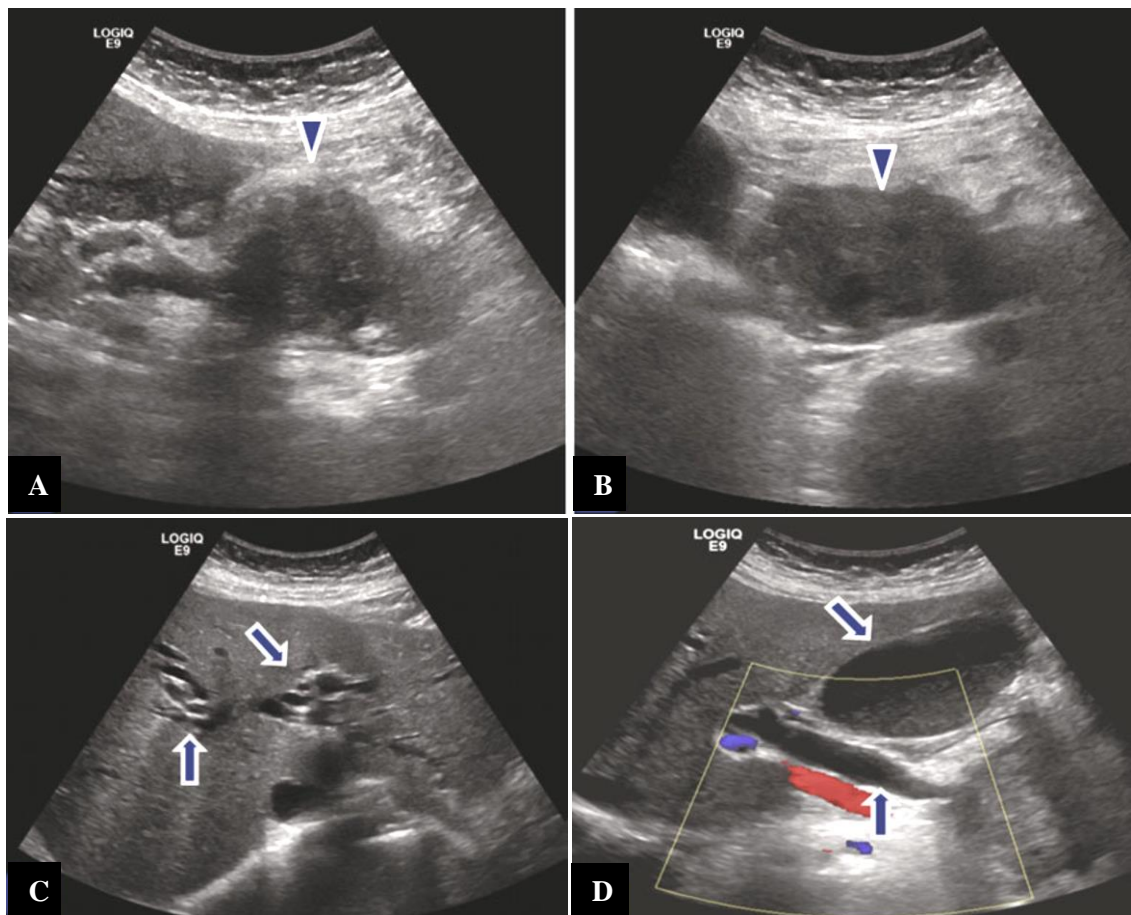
ADCP céphalique à l'échographie. Une femme de 64 ans qui présente un ictère et une perte de poids. Les images échographiques axiales (A-D) montrent une volumineuse masse hypoéchogène (têtes de flèche) provoquant une obstruction des voies biliaires intra et extra-hépatiques et de la vésicule biliaire (flèche) (32).
